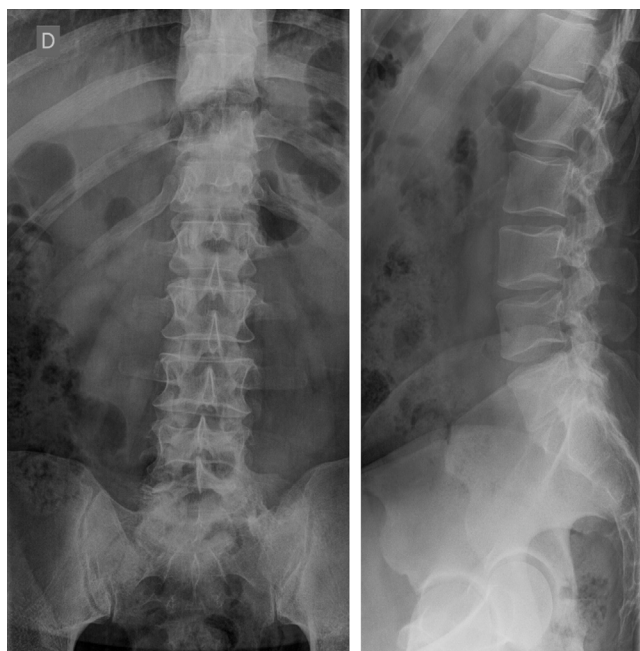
Radiografía anteroposterior y lateral de columna lumbosacra realizada en el Servicio de Urgencias: no se aprecian hallazgos patológicos en el esqueleto examinado.
